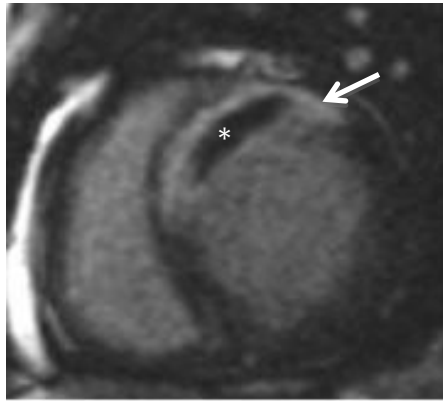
Imagen de resonancia magnética cardiaca, eje corto de dos cámaras de secuencias potenciadas en T2. Se observan zonas de hiperintensidad de señal a nivel de segmentos septales y anteriores de ventrículo izquierdo y anteriores de ventrículo derecho, correspondiéndose con áreas de edema.
